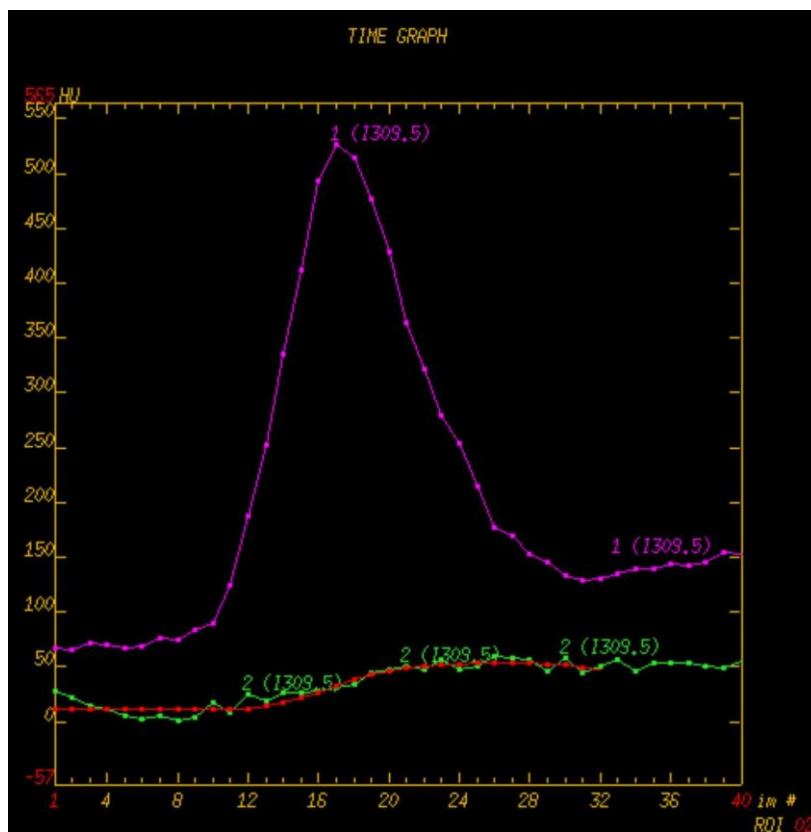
CT-Perfusion: Abschwächungs-Zeit-Kurve der Aorten-ROI (lila) und der Metastasen-ROI (grün), Kurve für die Lungenmetastasen-ROI nach Optimierung (rot).
